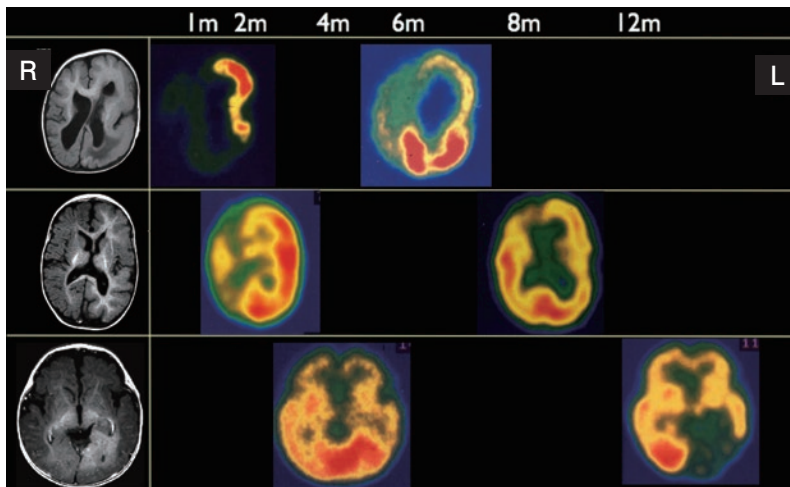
皮質形成異常の脳血流SPECT画像の乳児期変化
